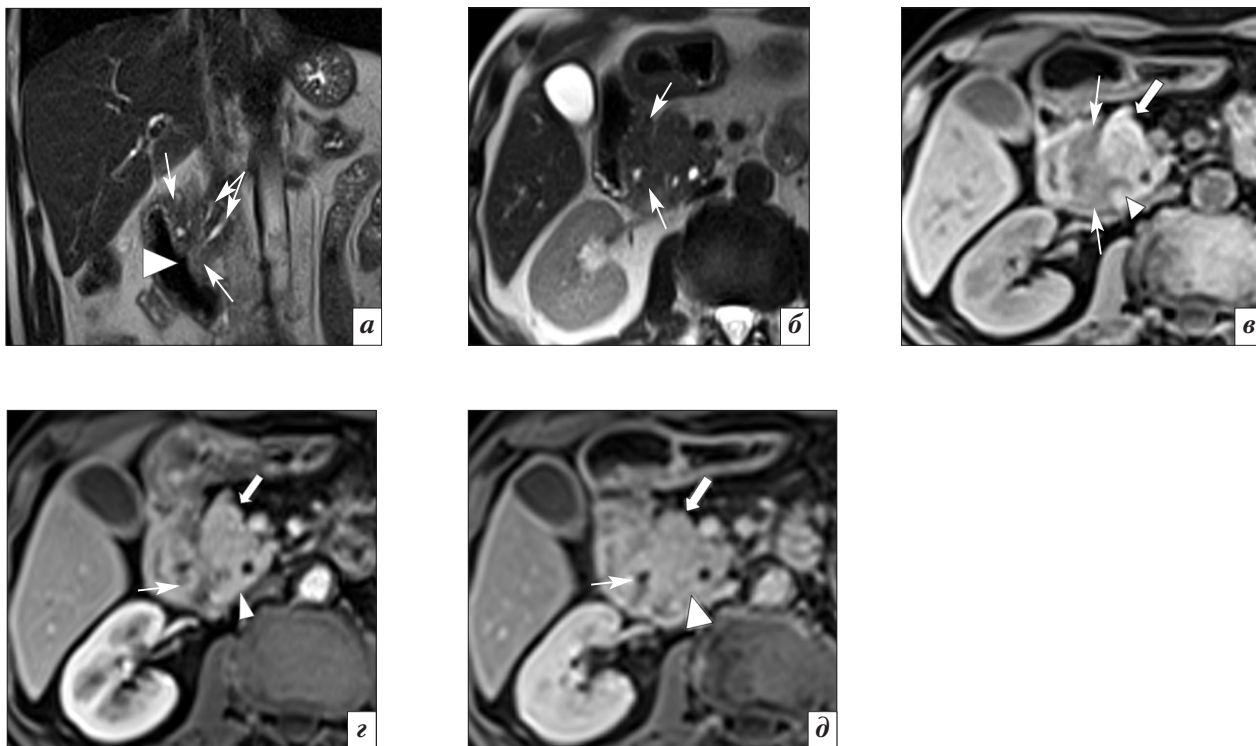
МР-томограммы больного С., 64 лет, с парадуоденальным панкреатитом. На T2-взвешенных изображениях во фронтальной (а) и аксиальной (б) проекциях визуализируются выраженное расширение парадуоденального пространства за счет неоднородного изоинтенсивного солидно-кистозного субстрата без четких границ (одинарные стрелки), существенное утолщение медиальной стенки ДПК на значительном протяжении (головка стрелки) с увеличением расстояния между ее просветом и дистальными отделами главного панкреатического и общего желчного протоков (двойная стрелка). На T1-взвешенном изображении в нативную фазу (в): латеральный контур головки ПЖ несколько деформирован (головка стрелки) за счет сдавления фиброзным солидно-кистозным субстратом, гипоинтенсивным относительно головки ПЖ (тонкие стрелки), структура последней представляется однородной. На T1-взвешенных изображениях в артериальную (з) и отсроченную (д) (5 мин) фазы внутривенного контрастирования визуализируются отчетливое «усиление» стенок ДПК (тонкие стрелки), нарастающее контрастирование фиброзного солидно-кистозного субстрата (головки стрелки). Структура головки ПЖ представляется однородной в различные фазы исследования (толстые стрелки)
